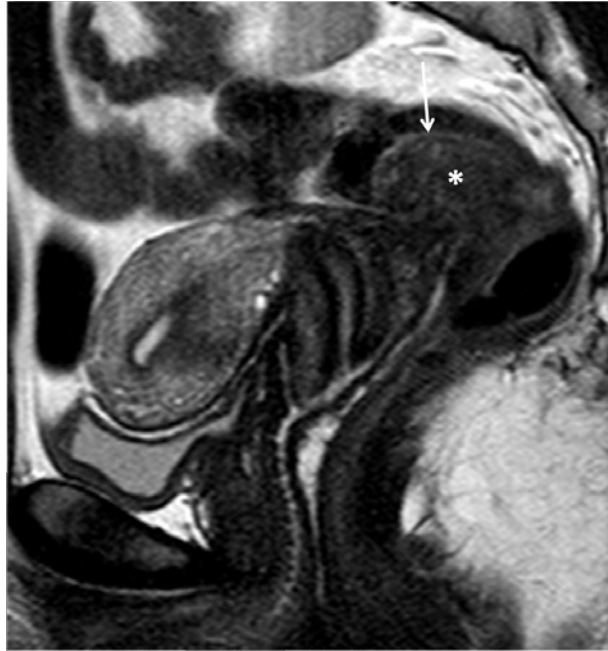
IRM coupe sagittale en séquence T2 : lésion du torus envahissant la paroi antérieure du colon sigmoïde. (11)
